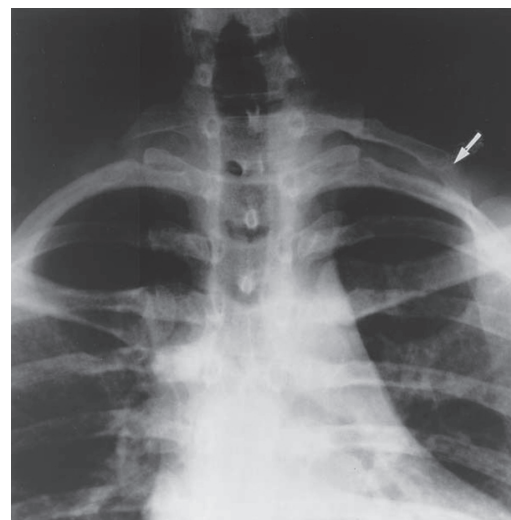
Radiografía que muestra una costilla cervical izquierda
